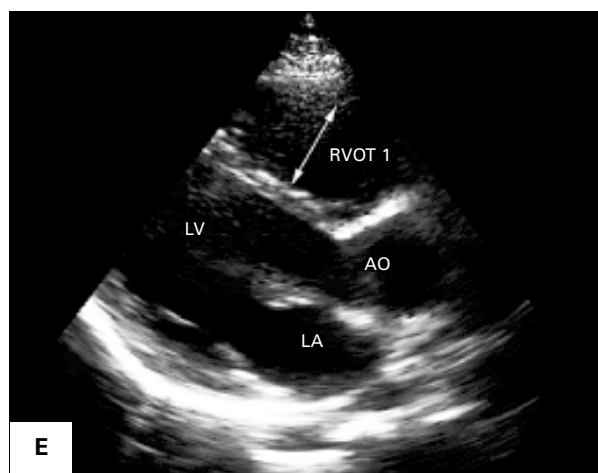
Projekcje echokardiograficzne przezklatkowe dla uwidocznienia prawej komory. A. Projekcja przymostkowa na drogę napływu prawej komory (RVIT 1), projekcja ta uwidacznia również ścianę dolną oraz ścianę boczną; RA — prawy przedsionek; B. Projekcja przymostkowa w osi krótkiej na wysokości komór — RVIT 2 droga napływu prawej komory; LA — lewy przedsionek; C. Projekcja koniuszkowa czterojamowa na drogę napływu prawej komory (RVIT 3) oraz jama główna w osi krótkiej i długiej; LV — lewa komora; D. Projekcja podmostkowa czterojamowa — widoczna droga napływu prawej komory (RVIT 4) oraz ściana dolna (przeponowa).
